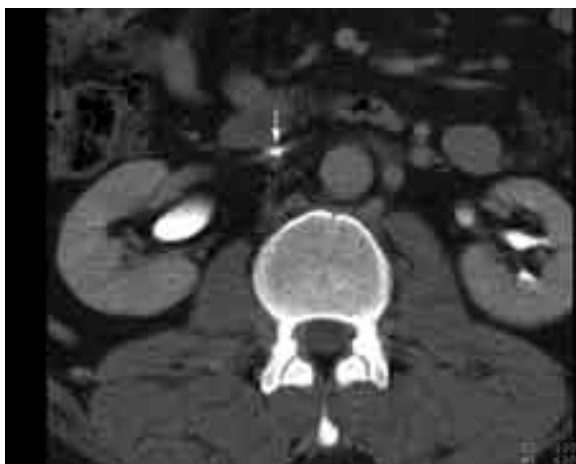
Critical IVC stenosis and calcifications (arrow) of the infra-renal portion of the IVC. Native CT image.
